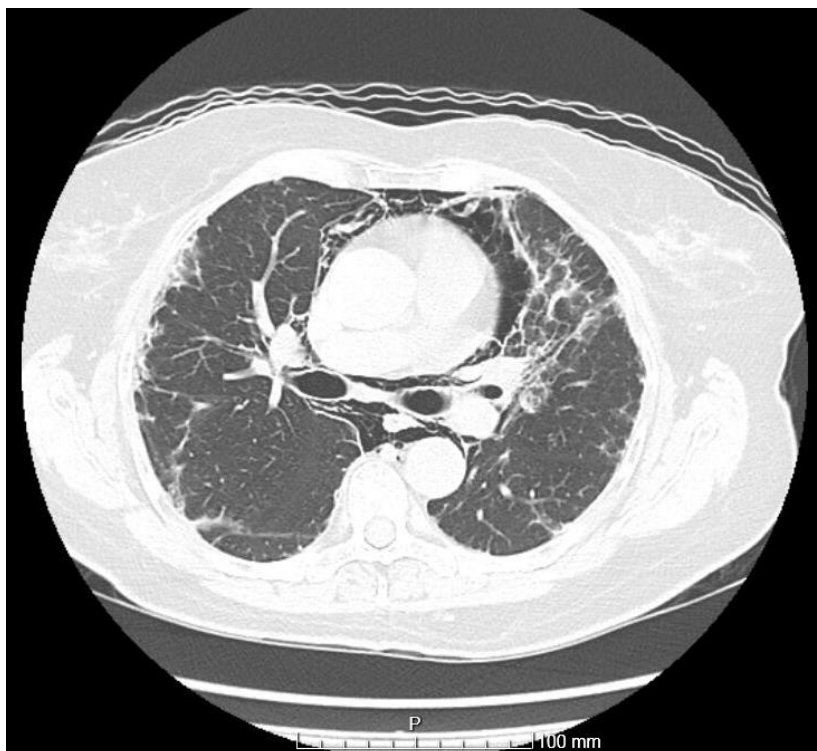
TC torácica de alta resolução de outubro de 2019, com pneumomediastino e enfisema subcutâneo.
